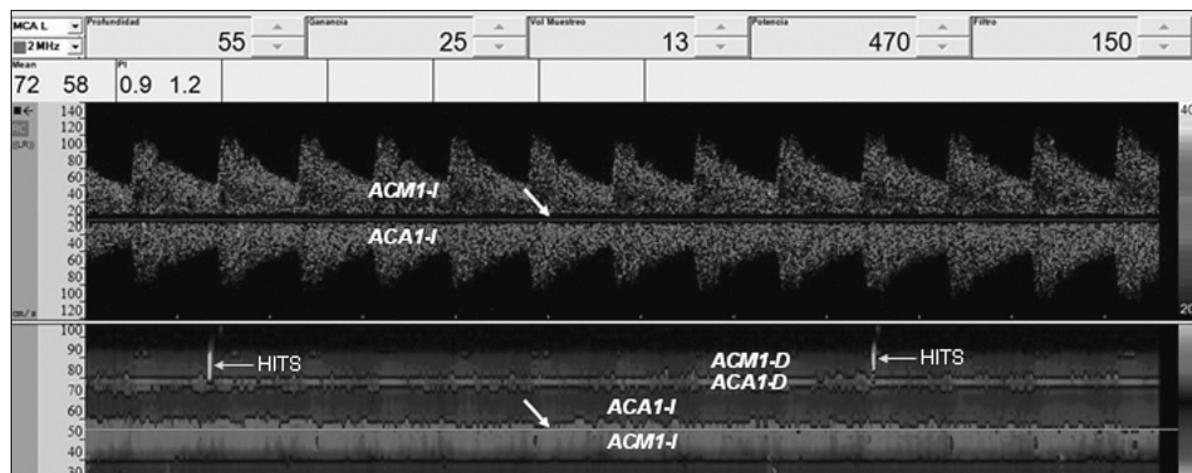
Doppler transcraneal con registro continuo de cuatro vasos, en que se aplica el modo M (inferior) y se seleccionaron espectros a 55 mm de profundidad para su visualización directa (superior). ACA1: segmento proximal de la arteria cerebral anterior; I: izquierda; D: derecha; HITS: high intensity transient sounds.
